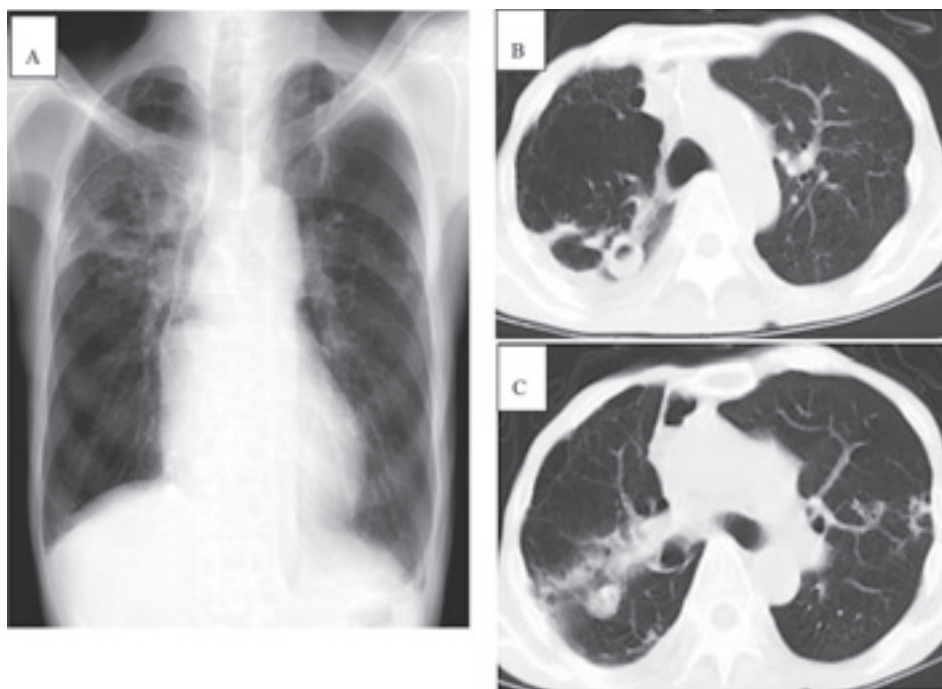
Case 12, 59-year-old man (fibrocavitary disease). A: Posteroanterior chest radiograph shows infiltration in the right upper lobe. B: CT scan shows a cavity in the right upper lobe. C: CT scan shows a reconstructed retrosternal gastric tube after resection of the esophagus.
